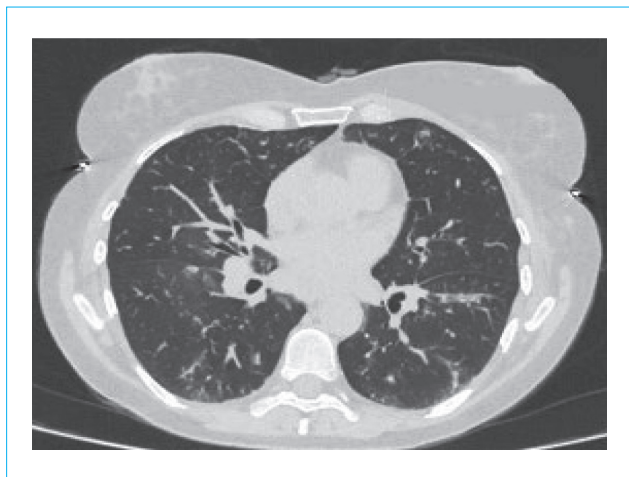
МСКТ органов грудной клетки пациентки М., 56 лет: множественные очаги обоих легких (mts); диффузно в обоих легких полисегментарно определяются множественные мелкие очаги, некоторые из которых с тенденцией к слиянию
